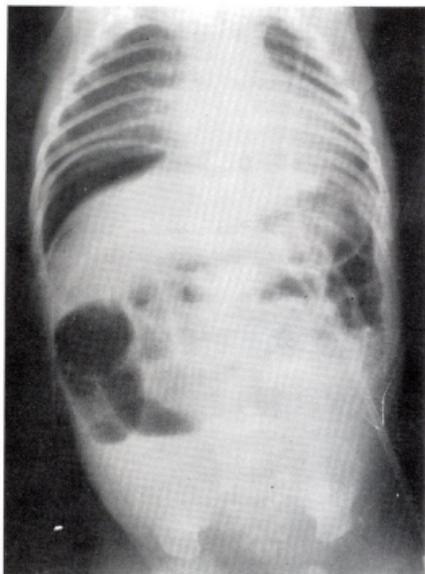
radiografía al ingreso. Se observa neumoperitoneo
